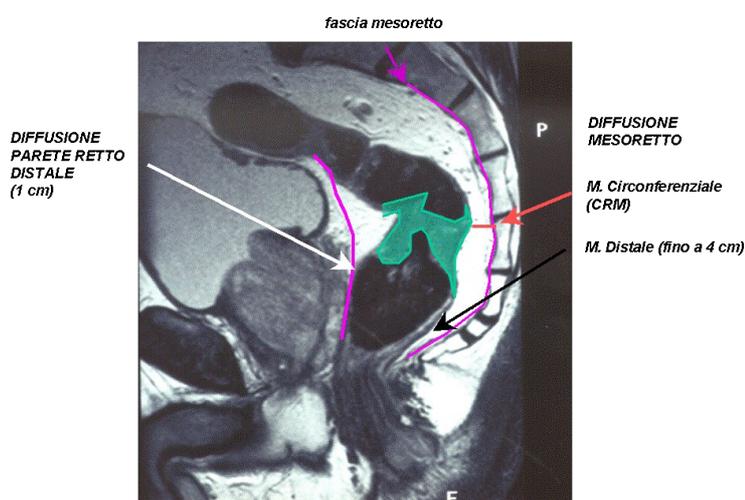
MRI di carcinoma del retto e sua diffusione.
